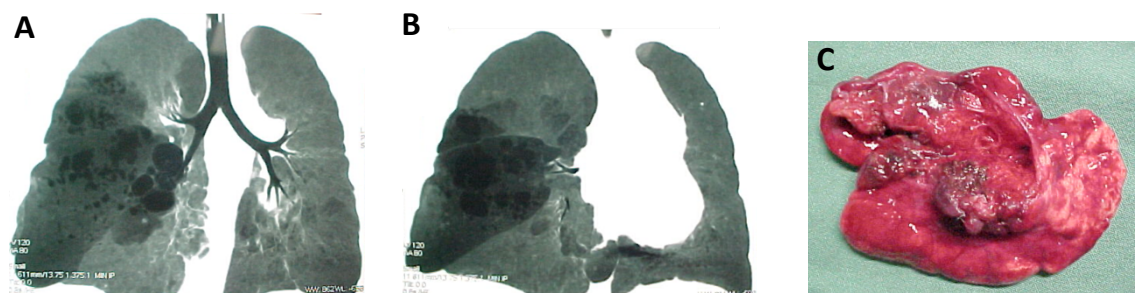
CPAM tipo 2 (Stocker) ou tipo cistos pequenos (Langston). A e B: TC, plano coronal. C: Lesão após remoção cirúrgica. Arquivo pessoal dos autores.
